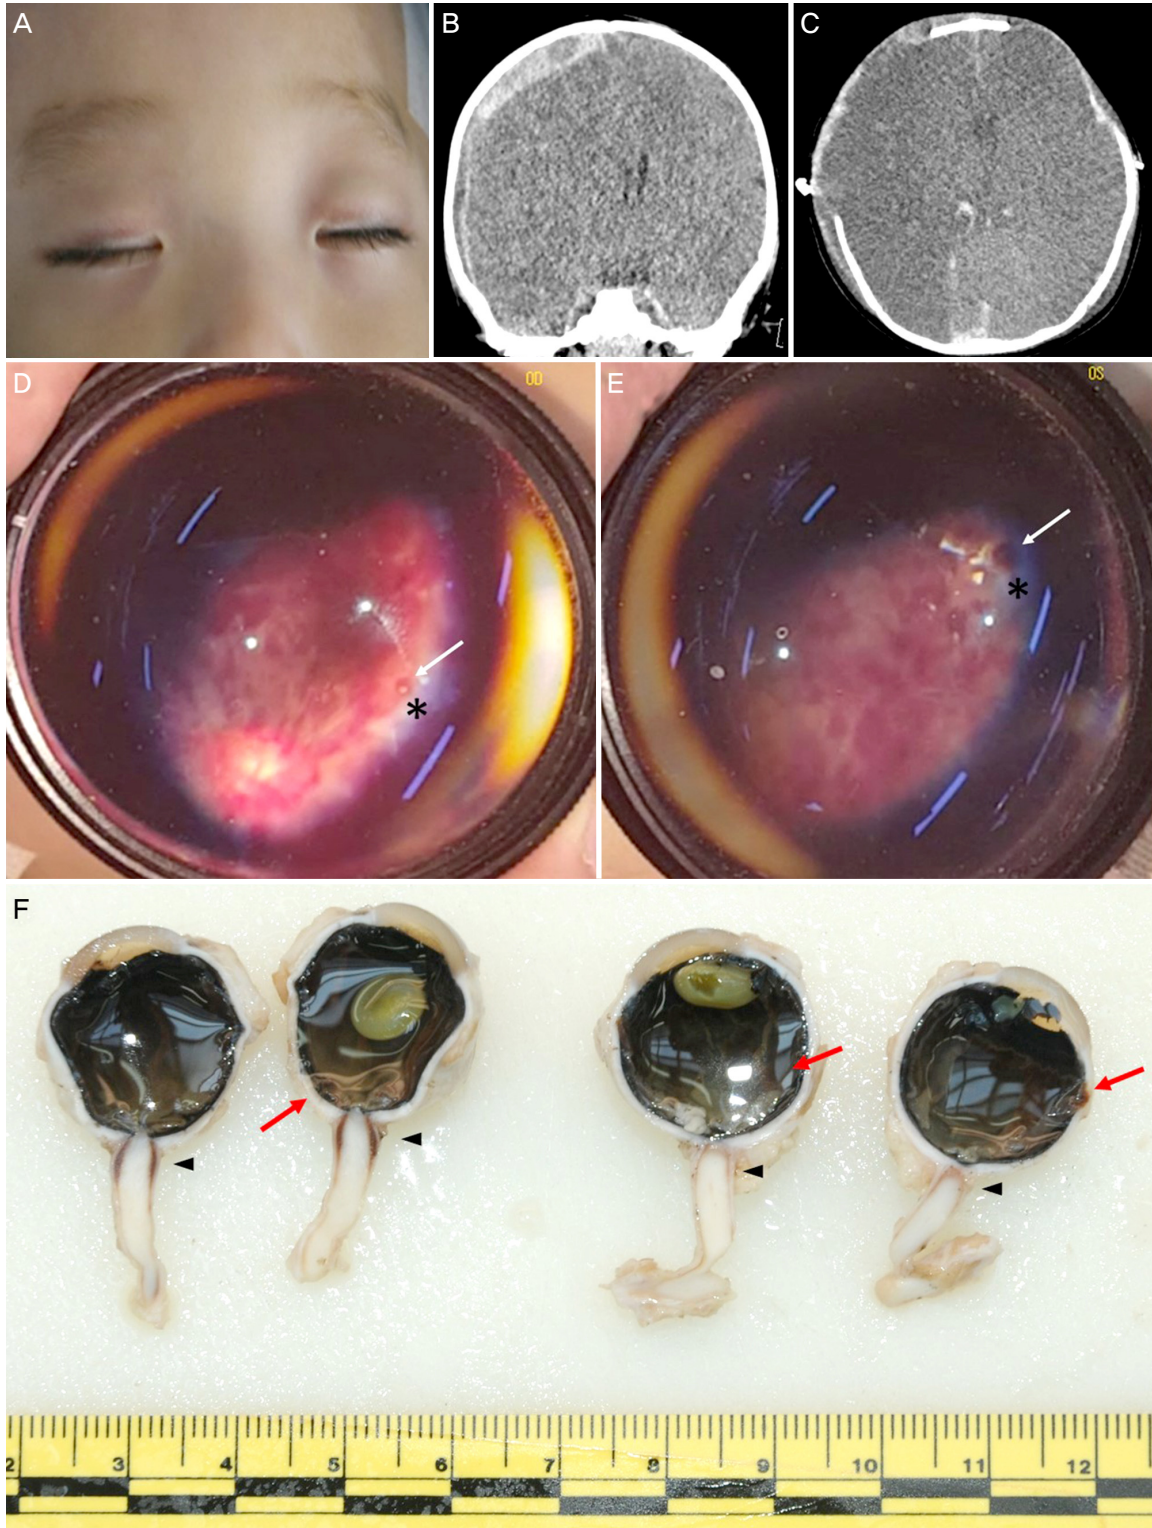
Clinical photography, computed tomography (CT) scan of the brain, smartphone photographs of the fundus, and cross-section of gross examination on autopsy. (A) Absence of external signs of ocular trauma, but presence of a pale-blue eyelid margin. (B) CT scan showing subdural hemorrhage at the right cranial convexity with a midline shift to the left, and effacement of the right lateral ventricle and basal cistern. (C) Protruded swollen brain after decompressive craniectomy. (D, E) Smartphone photographs of the fundus, showing numerous multilayered retinal hemorrhages and a portion of a white retinal ridge (asterisk) with a cherry hemorrhage (white arrow) in the right eye (D) and the left eye (E). (F) Hemorrhages inside the dural sheath of the optic nerve (arrowheads) and cherry retinal hemorrhages (red arrows) in both eyes.
